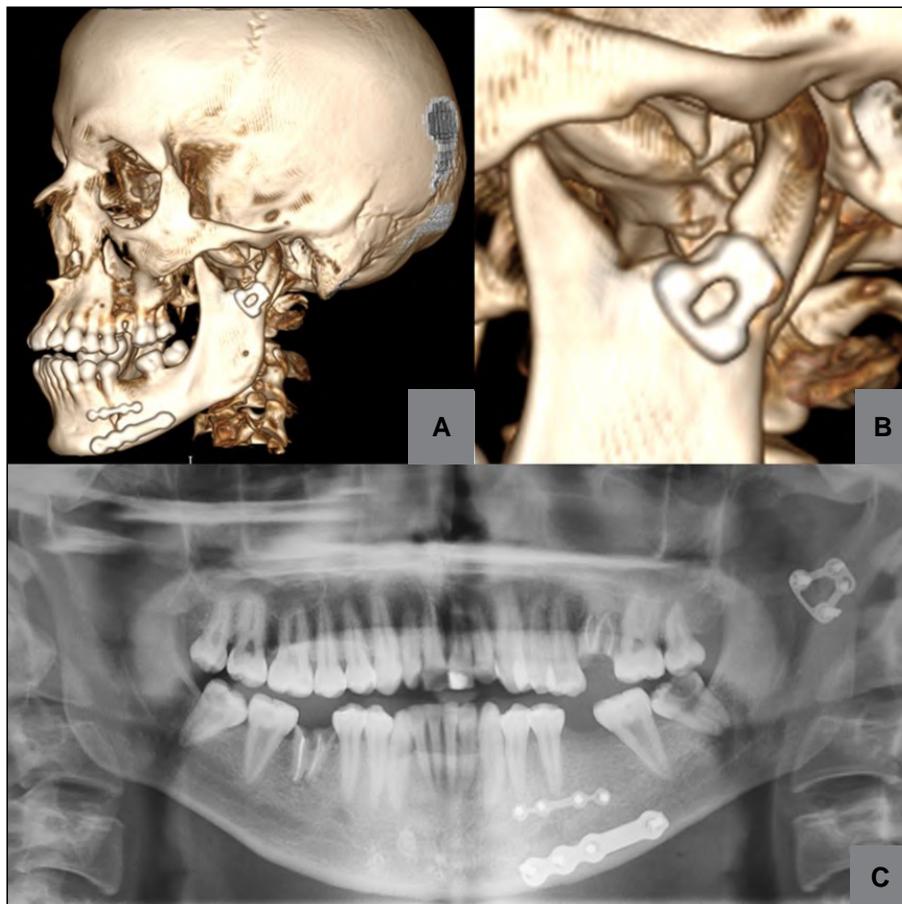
A: Tomografía computada posquirúrgica. B: Osteosíntesis condílea. C: Radiografía panorámica posquirúrgica.
